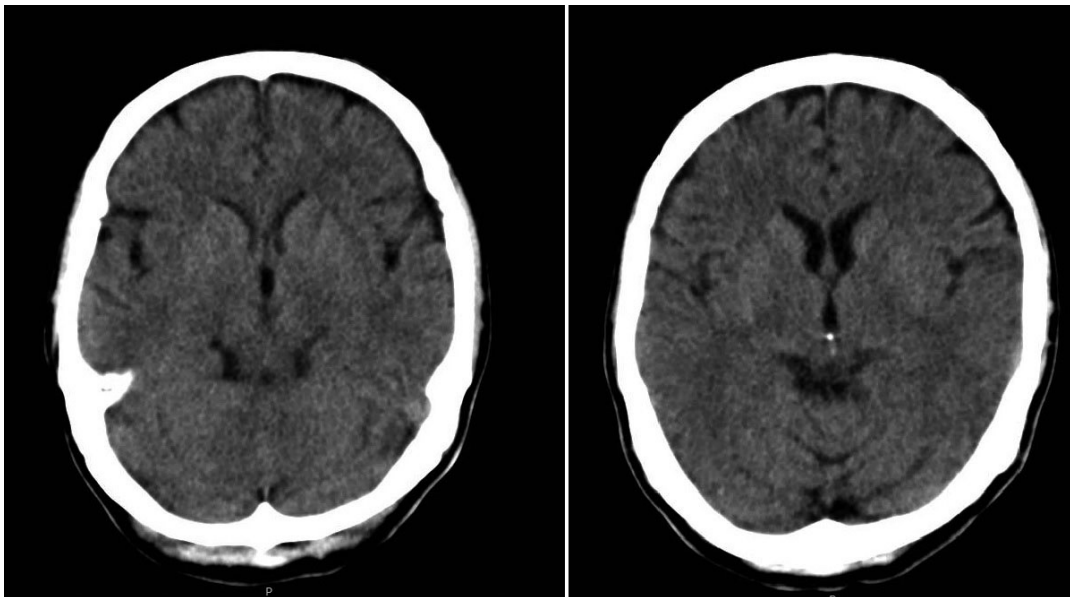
Tomografía de cráneo simple. Se aprecian cambios asociados a la edad del paciente. No hay evidencia de lesiones isquémicas, hemorrágicas u ocupantes de espacio.
